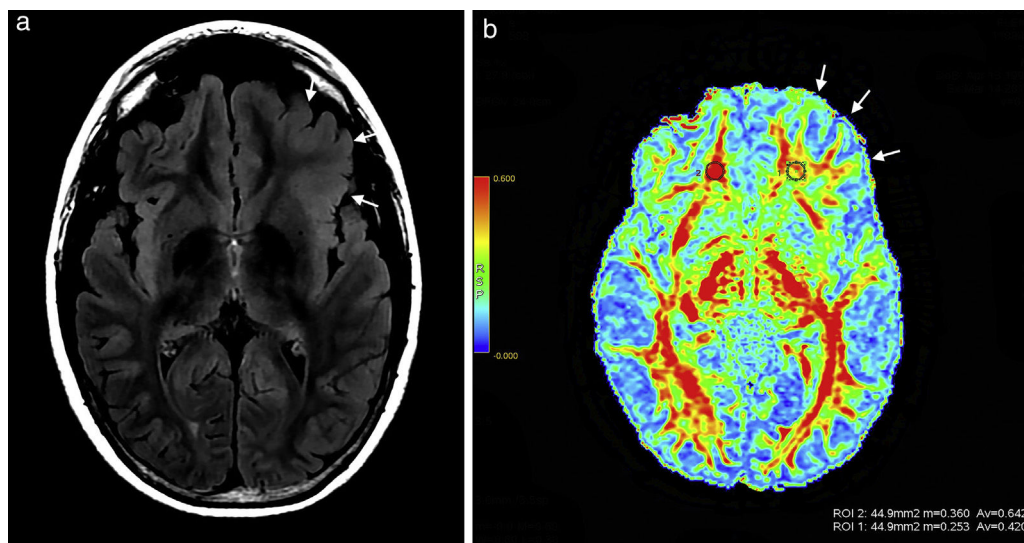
Paciente de sexo masculino de 12 años de edad manifiesta (a) en secuencia en ponderación T2 FLAIR una hiperintensidad en topografía cortical fronto-orbitaria izquierda, un aumento del espesor y la pérdida de interfase entre la sustancia gris y blanca (flechas). (b) En el mapa de colores de fracción de anisotropía se observa una disminución de la misma a nivel de la sustancia blanca fronto-orbitaria izquierda (flechas) con respecto a la región homóloga contralateral.
